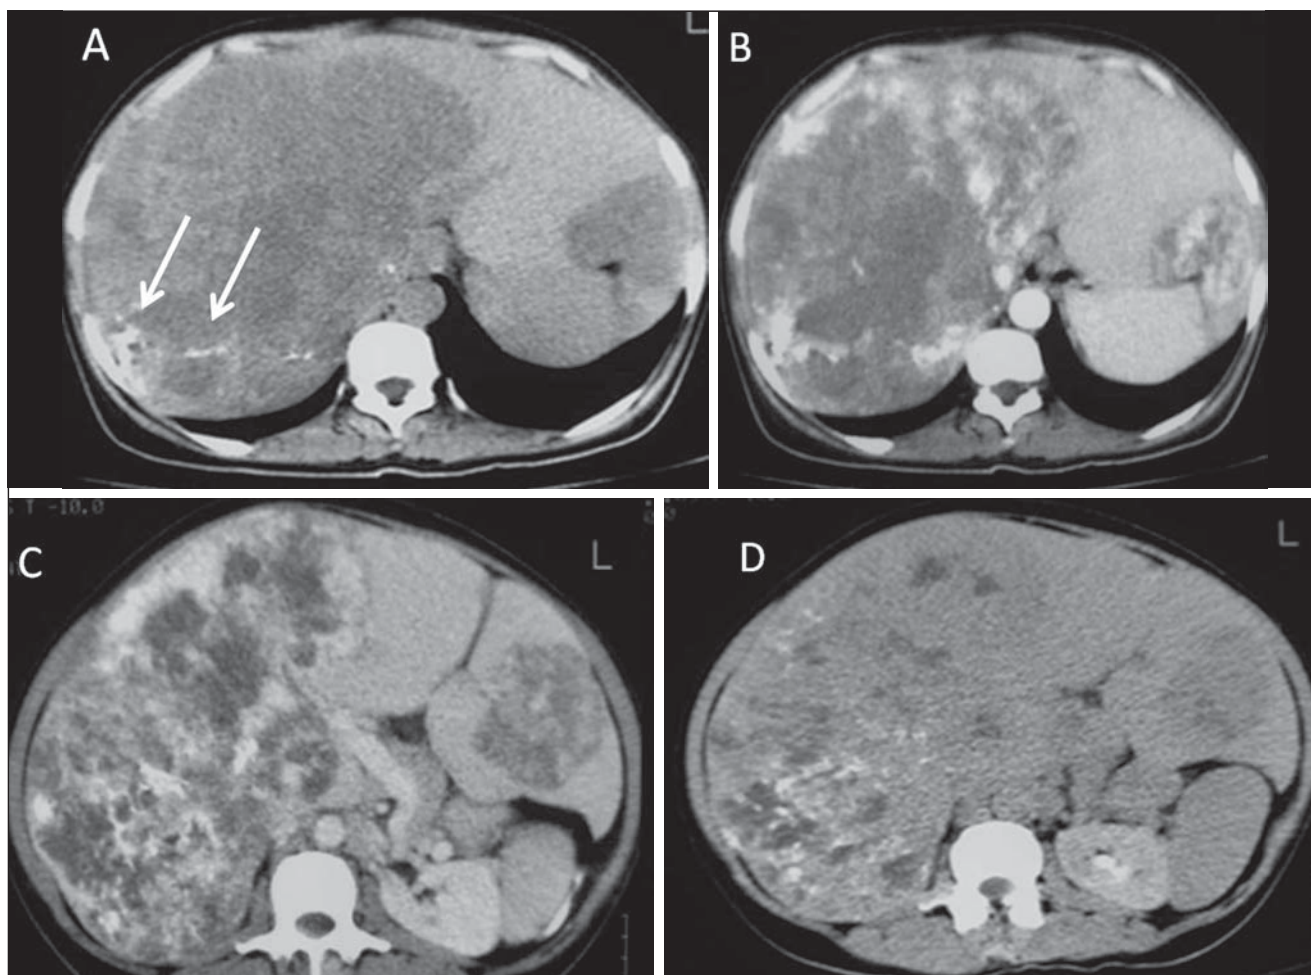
Angiossarcoma. TC do abdome. Na fase sem contraste identificam-se massas hepáticas hipodensas e heterogêneas, com focos de calcificações de permeio (setas), a maior ocupando todo o lobo hepático direito (A). Na fase arterial a massa apresenta áreas de intenso realce pelo meio de contraste iodado, configurando hipervascularização (B), que se mantém nas fases portal (C) e tardia (D).
